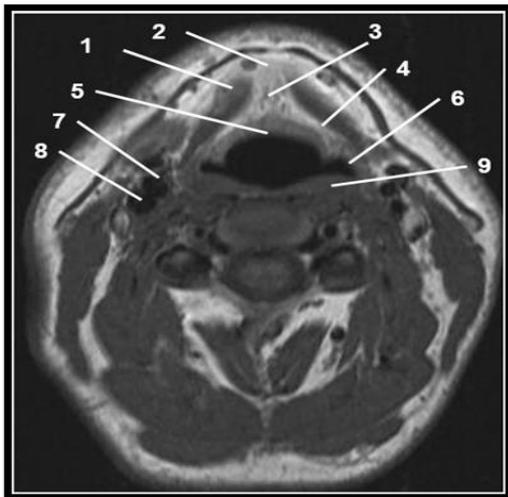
Coupe axiale pondérée T1, passant par la loge HTE (IRM 1.5 T) (40,41).
